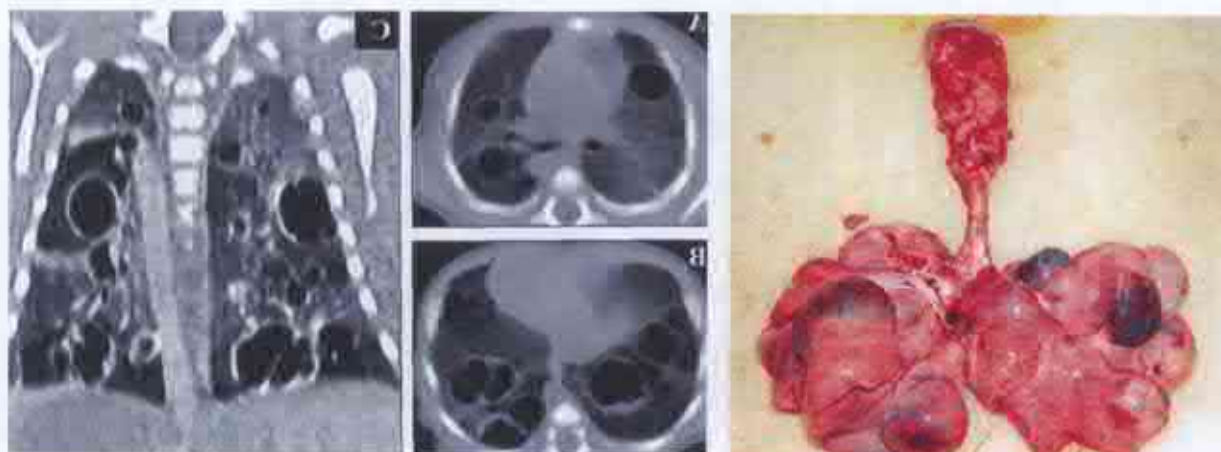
Tomografia computerizată axială și macropreparatul MCCA cu afectarea ambilor plămâni (după Chuang M.T. et al.).
